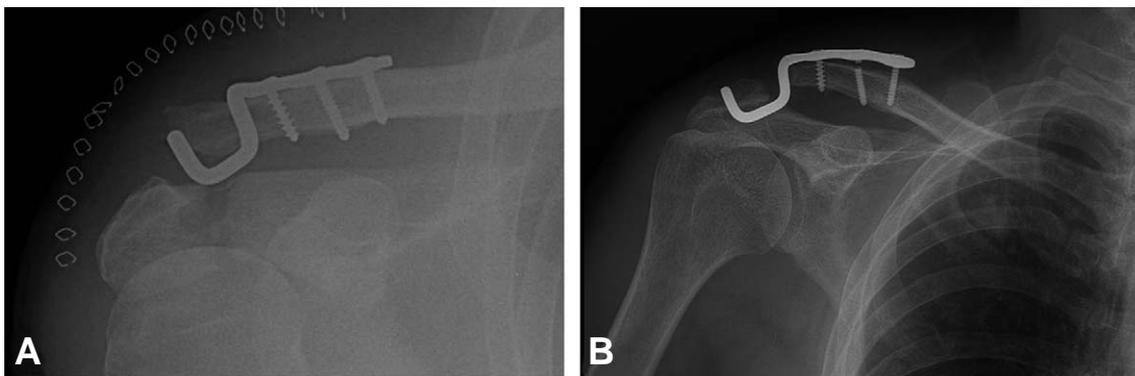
Complication of Wolter plate. (A) A 52 year old male, hooking failure was detected at a postoperative 14 day. (B) A 59 year old male, follow up X-ray at a postoperative 5 month, metal breakage was observed.
